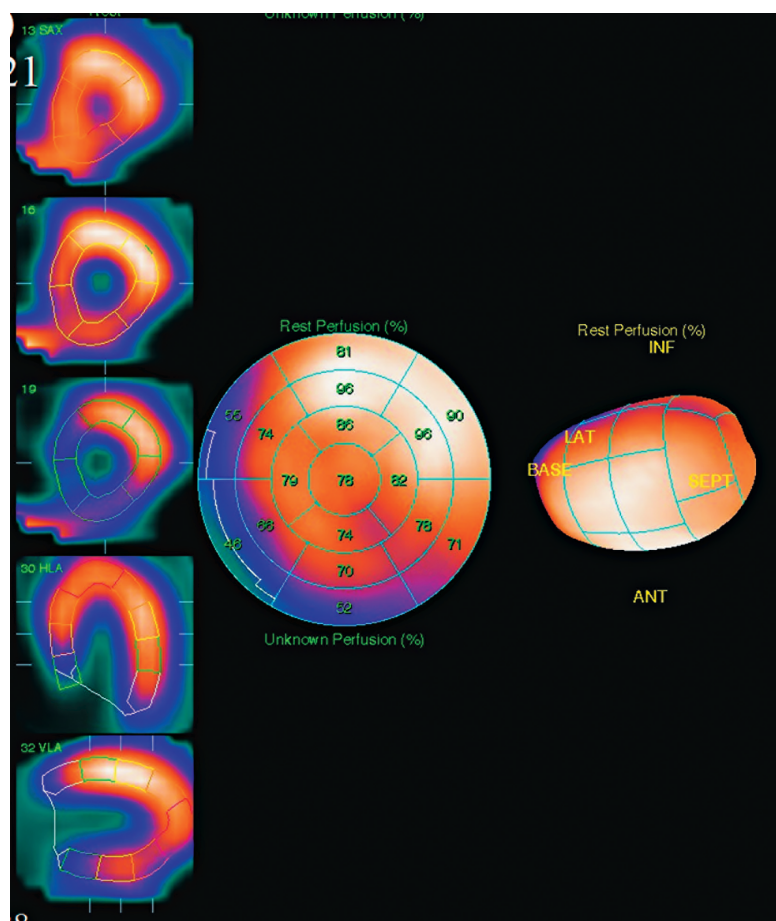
Перфузионная сцинтиграфия миокарда с ^{99m}Tc -sestamibi с ЭКГ-синхронизацией в покое. 17-сегментная модель сердца больного Н. Значимых дефектов перфузии не выявлено
